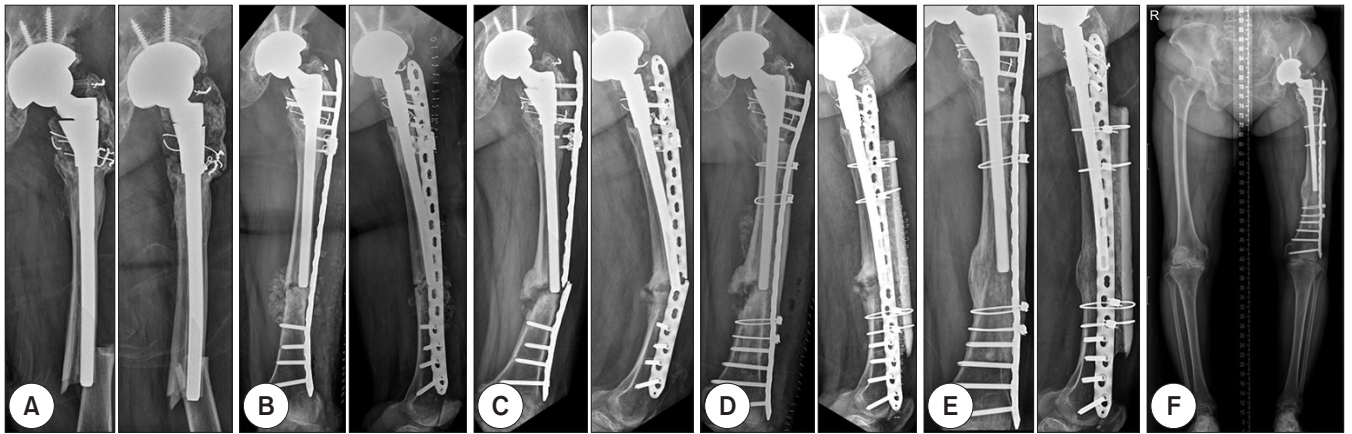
A 72-year-old woman underwent total hip arthroplasty because of left hip osteoarthritis. (A) Radiographs show Vancouver type B1 periprosthetic femoral fracture with a transverse pattern around the stem tip. (B) Radiographs obtained immediately after fixation with locking compression plate with locking attached. (C) Radiographs obtained 11 months after fixation show nonunion of the fracture site with metal failure. (D) Radiographs obtained after revisional surgery using a locking compression plate with a strut onlay allograft. (E) Radiographs obtained 22 months after revision show well-healed bone at the fracture site. (F) The lower limb scan image obtained 22 months shows a similar alignment to the healthy side.
